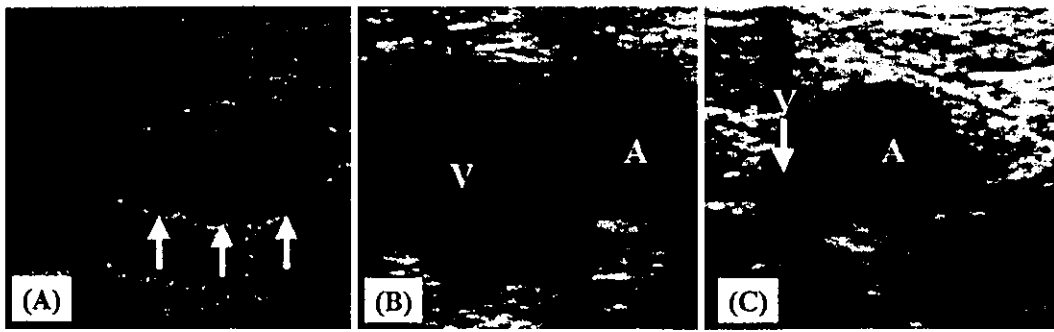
Ultrasound detection of deep vein thrombosis
